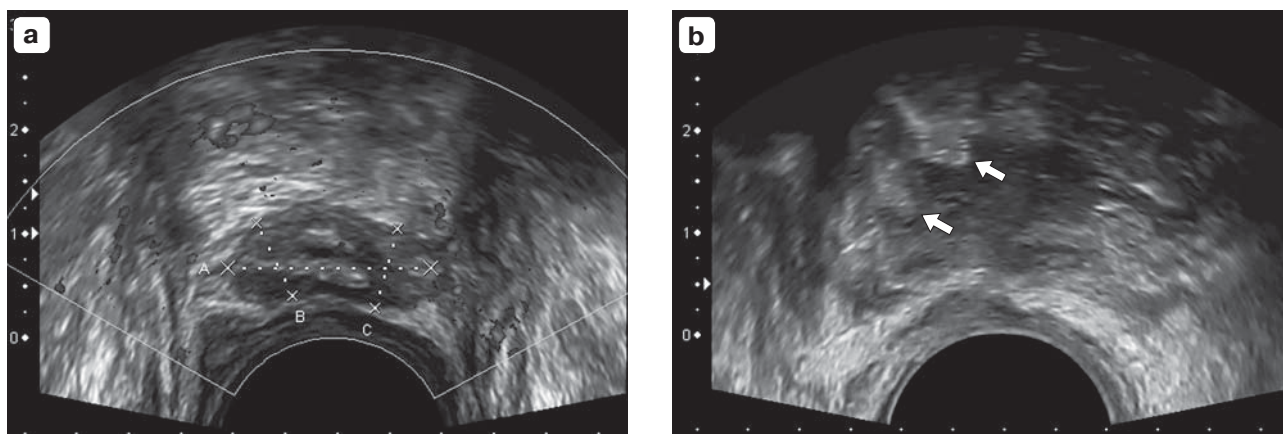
ТРУЗИ простатэктомического ложа. В-режим. Поперечное сканирование. Ровные (а) и неровные (б) границы околоанастомозных тканей (маркеры и стрелки) у пациентов без биохимического рецидива. Рисунки из статьи [19].
